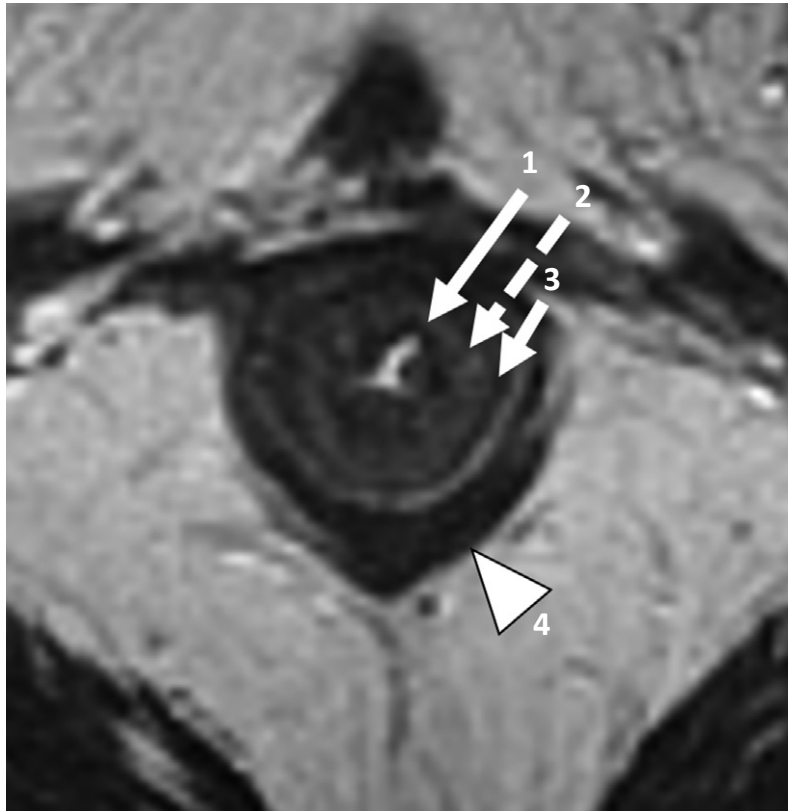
Anatomie normale de la paroi rectale à l'IRM
